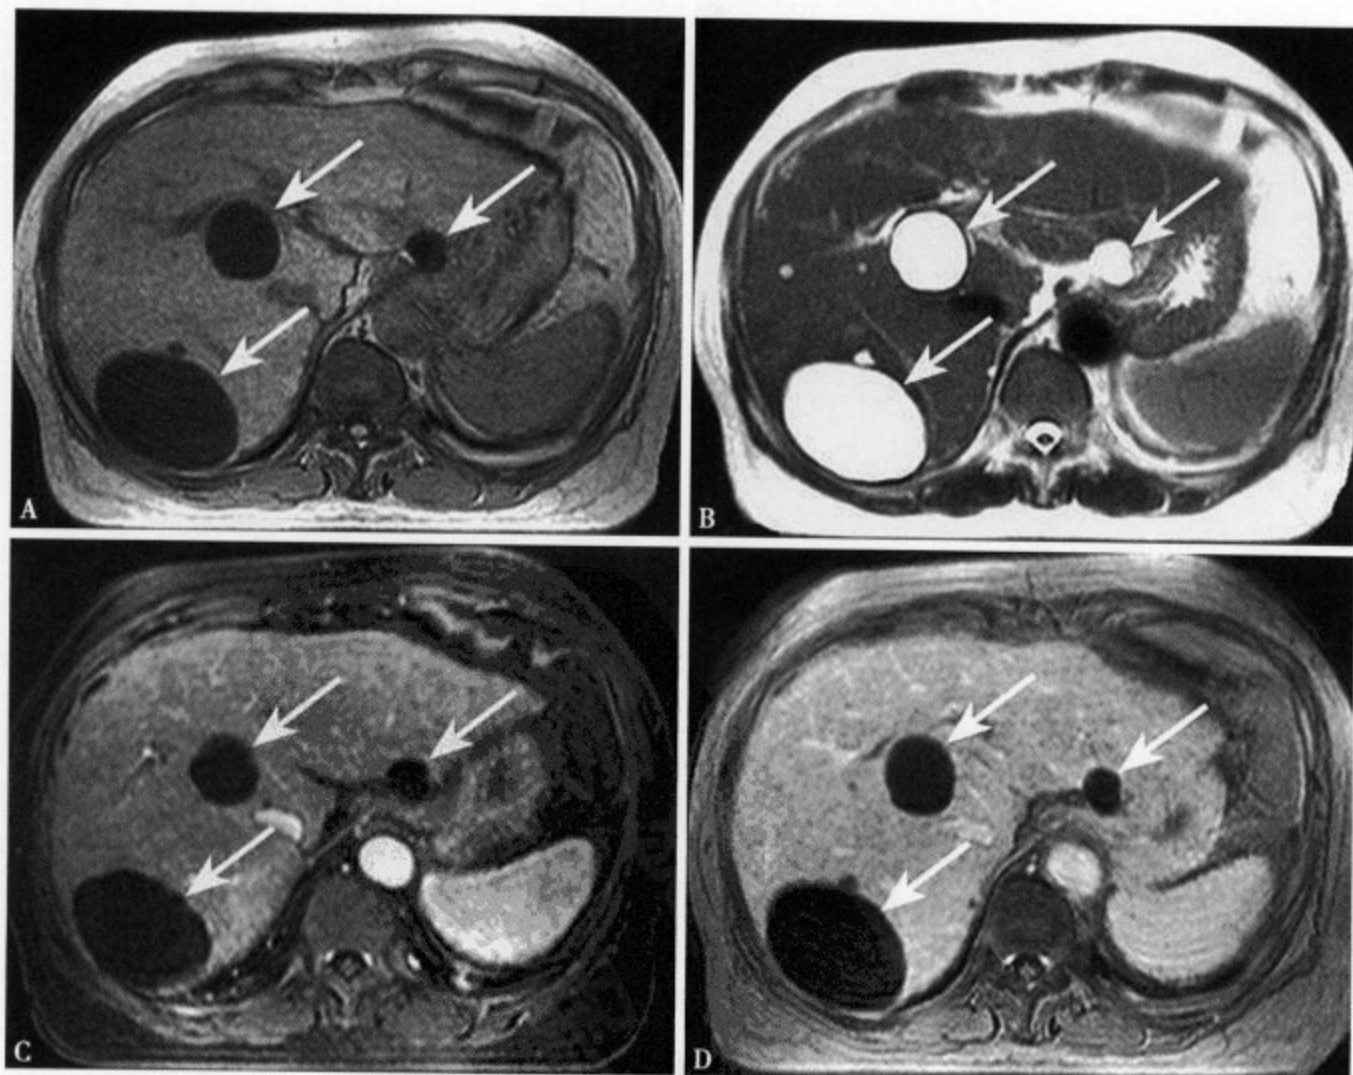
多发性肝囊肿：T₁WI (A) 肝内见多发大小不等的圆形低信号病灶，边缘清楚；T₂WI (B) 病灶呈均匀性高信号，边缘光整、清楚；增强 MRI 动脉期 (C) 和静脉期 (D) 病灶内均无强化
